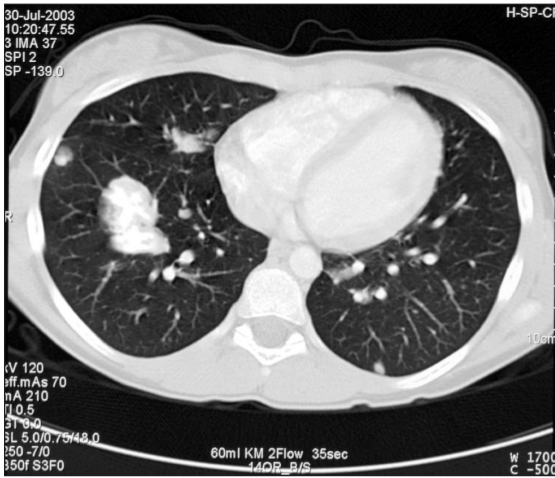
Multiple pulmonale Osteosarkometastasen in der Computertomografie.
